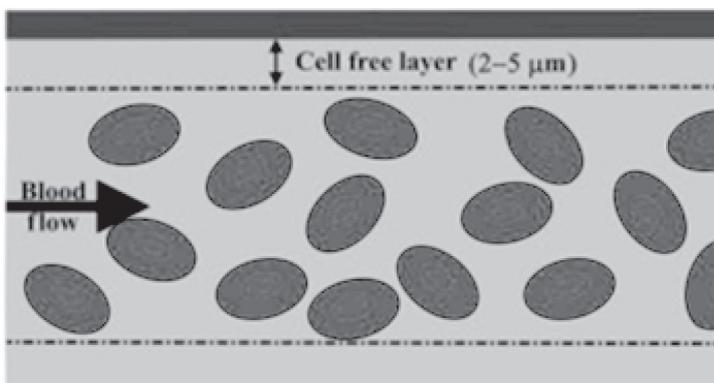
Сдвиговая диффузия эритроцитов
